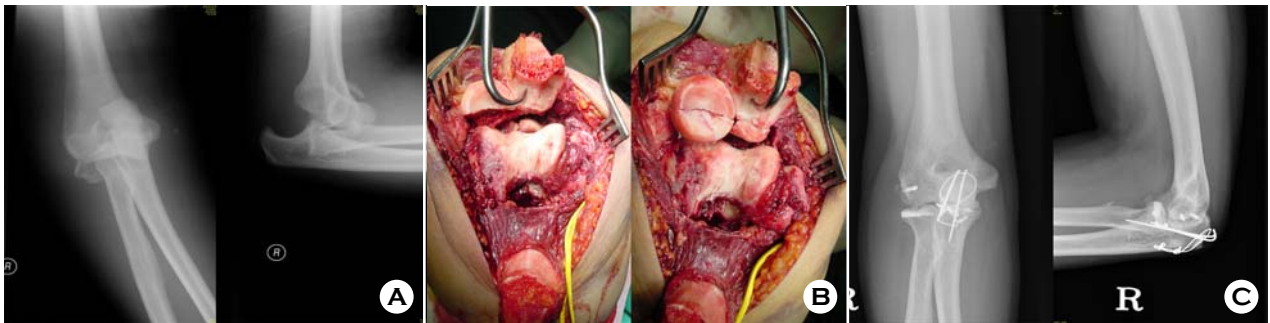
(A) The initial radiographs of a 32-years old women show posterior dislocation of elbow joint with fracture of olecranon, coronoid process and radial head. (B) The photographs show coronoid process and radial head fracture after trans-olecranon approach. The reduced coronoid process and radial head fracture is also demonstrated. (C) The postoperative radiographs show radial head, coronoid process fixation with screws and suture anchors for lateral collateral ligament repair.
